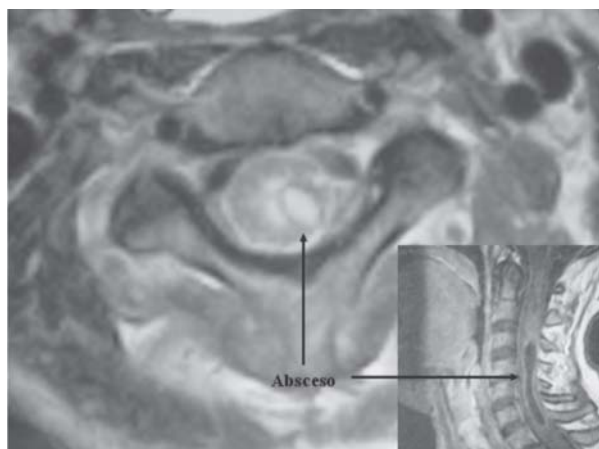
Resonancia nuclear magnética: Absceso intramedular cervical.
